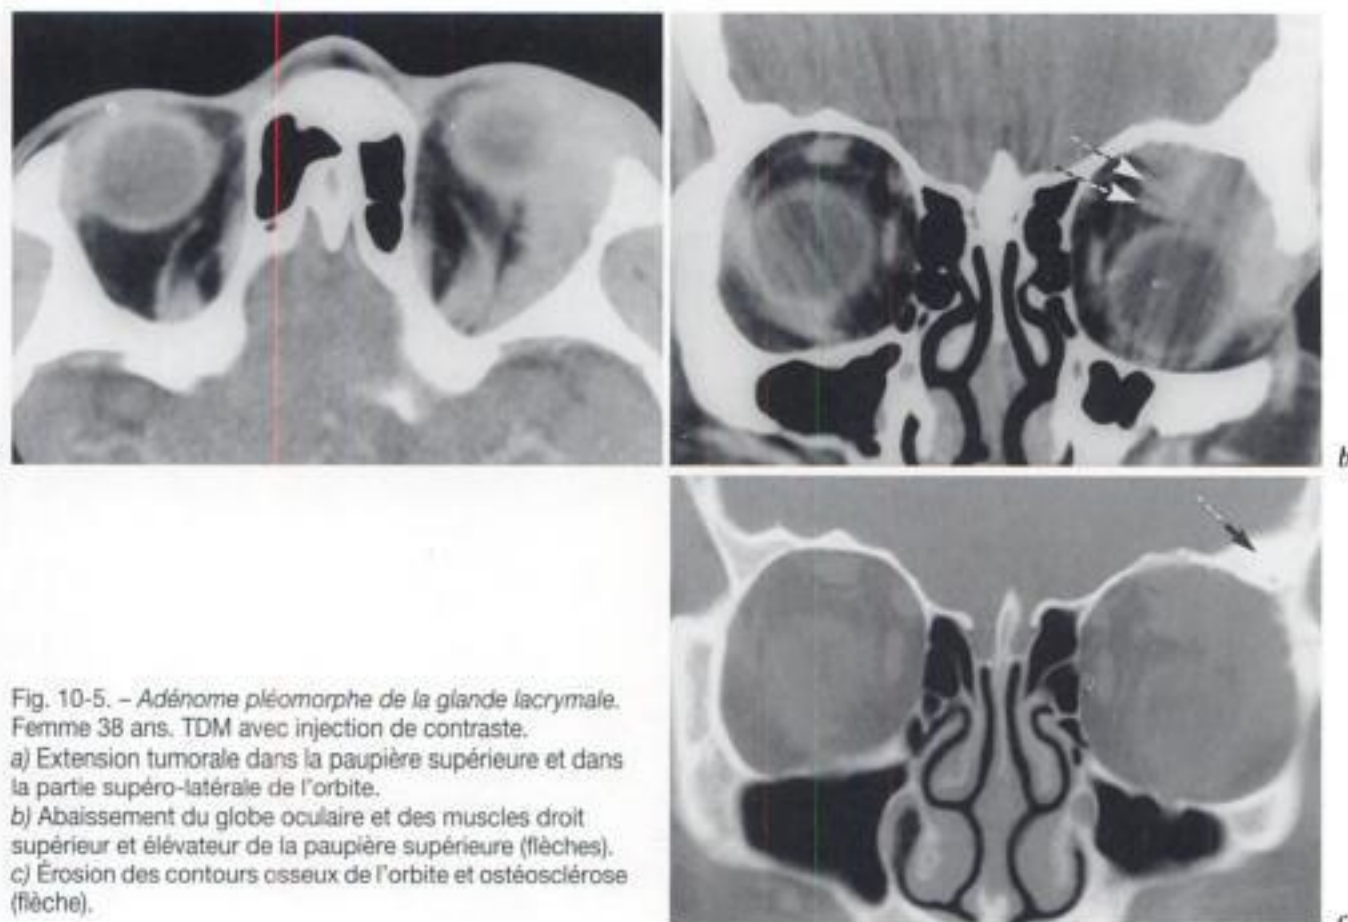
Adénome pléomorphe de la glande lacrymale. Femme 38 ans. TDM avec injection de contraste.
